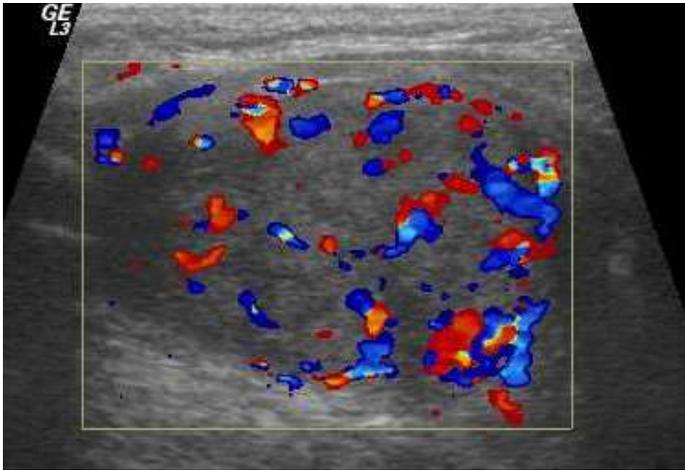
NODULO COLOIDE EN EL LOBULO TIROIDEO DERECHO, CON VASCUALRIDAD AUMENTADA AL DOPPLER COLOR.
